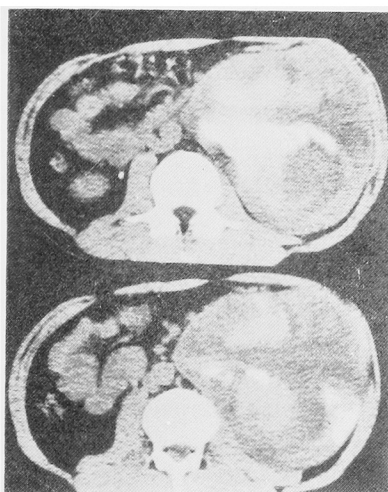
CT-scan after retrograde pyelography showing a large hematoma around the kidney.
